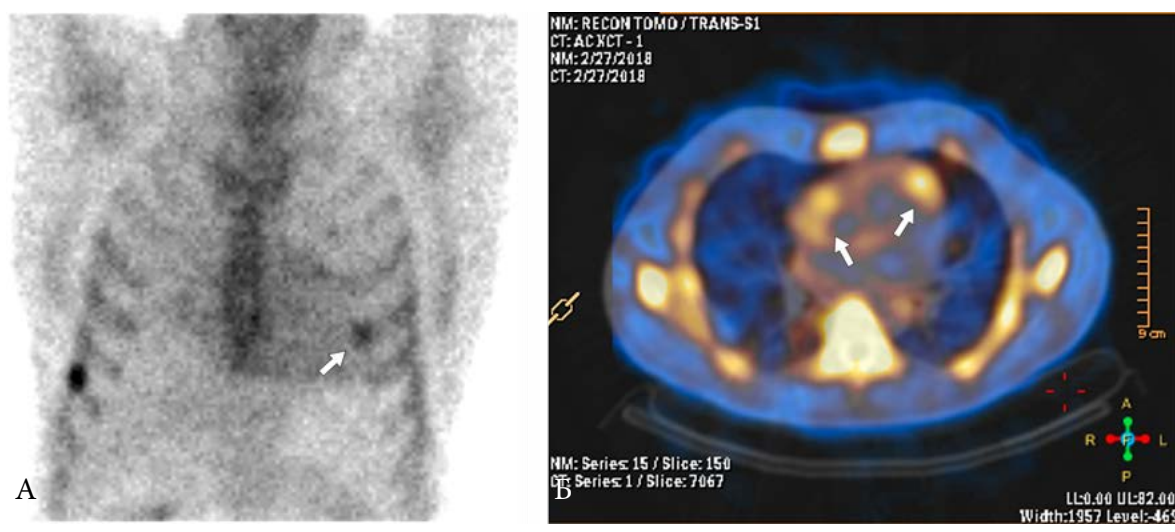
Пример результата, отрицательного по данным планарной сцинтиграфии и положительного по данным ОЭКТ/КТ. А. Планарная сцинтиграфия. Визуализируется очаг накопления РФП в проекции реберно-хрящевое сочленения (стрелка), очаговые зоны накопления РФП в миокарде достоверно не выявляются. Б. ОЭКТ/КТ. Визуализируются очаги гиперфиксации РФП в передней стенке ЛЖ и в свободной стенке ПЖ (стрелки). На планарной сцинтиграфии, при ретроспективном анализе, в этой зоне гиперфиксации РФП достоверно не визуализируется.
